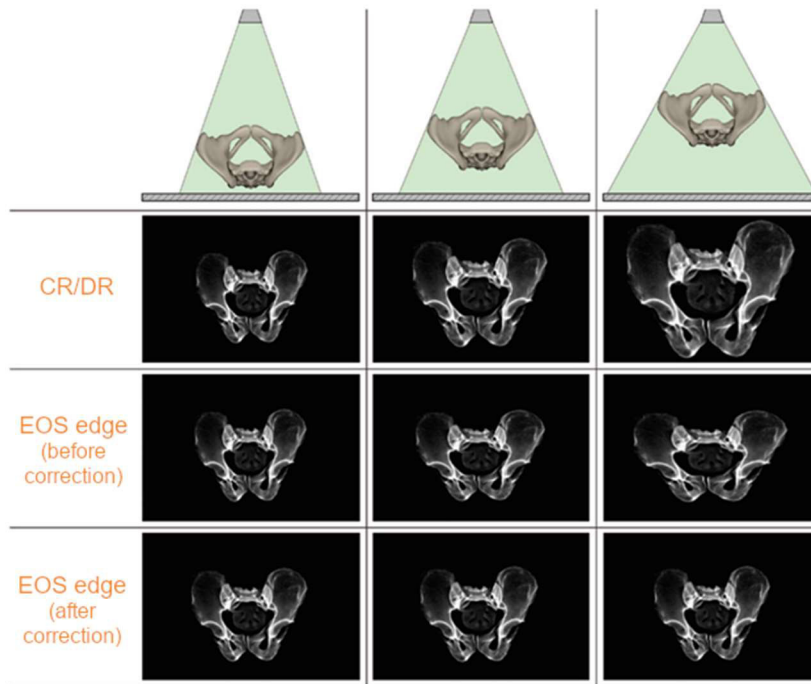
Auswirkungen der Positionierung des Objekts auf das Röntgenbild in Abhängigkeit der verschiedenen Systeme [7, S.2]
